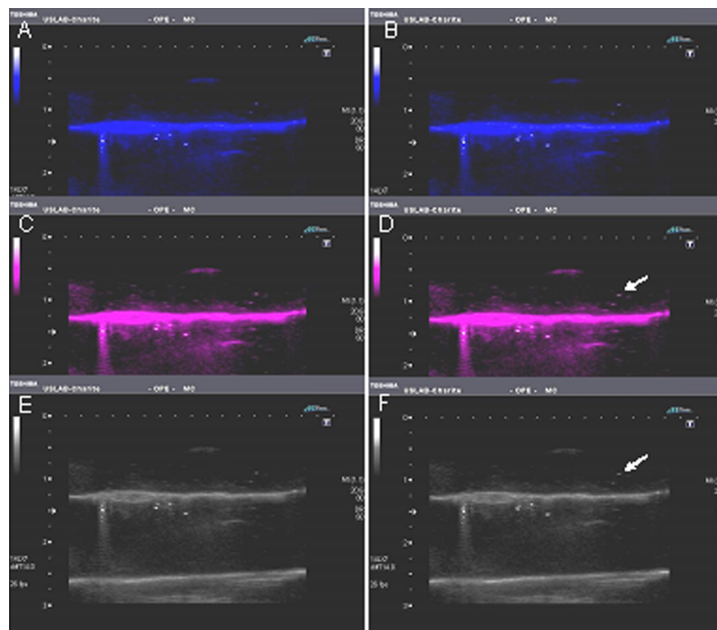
(aus [19]) Sonografische Darstellung eines Stanzzyinders mit Hilfe der EMD-Technik in den Filtern 0 (A), 2 (B), 3 (C), 5 (D), 6 (E) und 8 (F)
